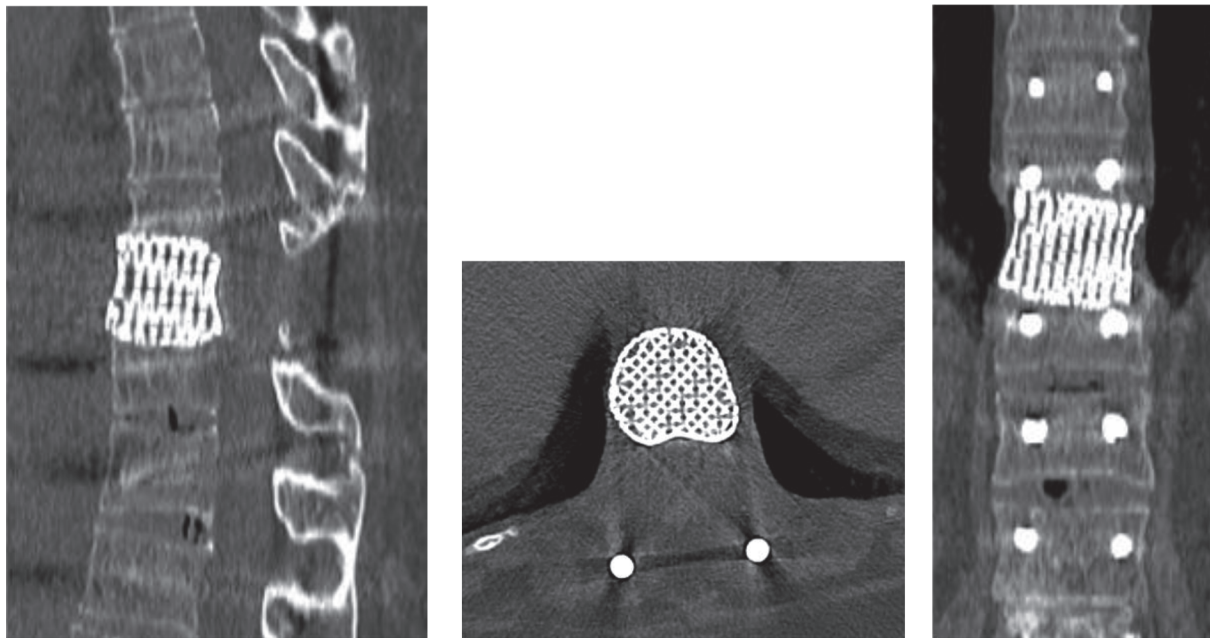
Послеоперационный КТ - контроль в прямой, боковой и аксиальной проекциях пациента после тотальной блок резекции Т7 позвонка с последующей установкой индивидуально 3Д импланта тела позвонка
